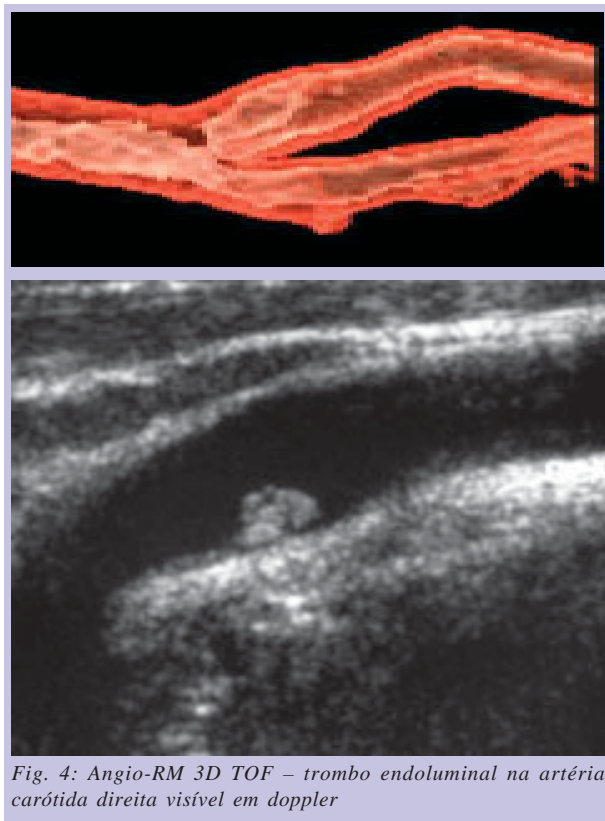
Angio-RM 3D TOF – trombo endoluminal na artéria carótida direita visível em doppler
